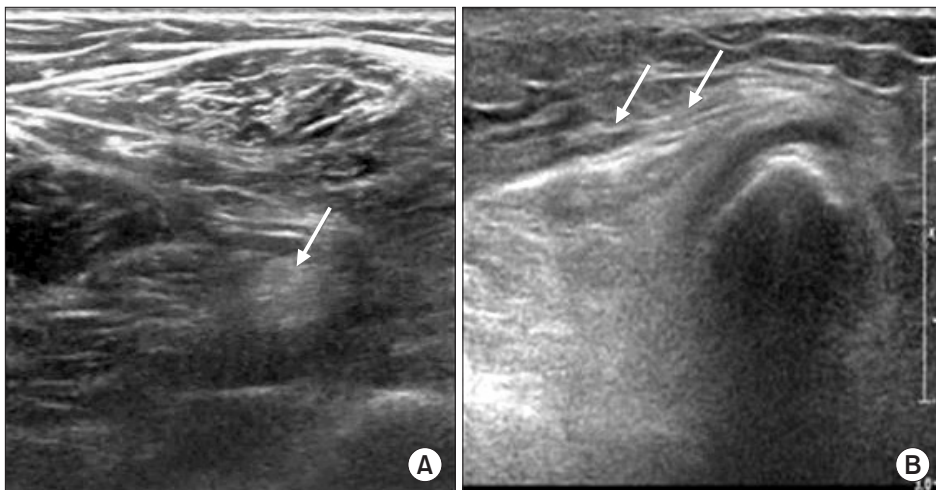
Sciatic nerve (arrow) around distal thigh (A) and common peroneal nerve (2 arrows) around the fibular head had no abnormality in an ultrasonography (B).
